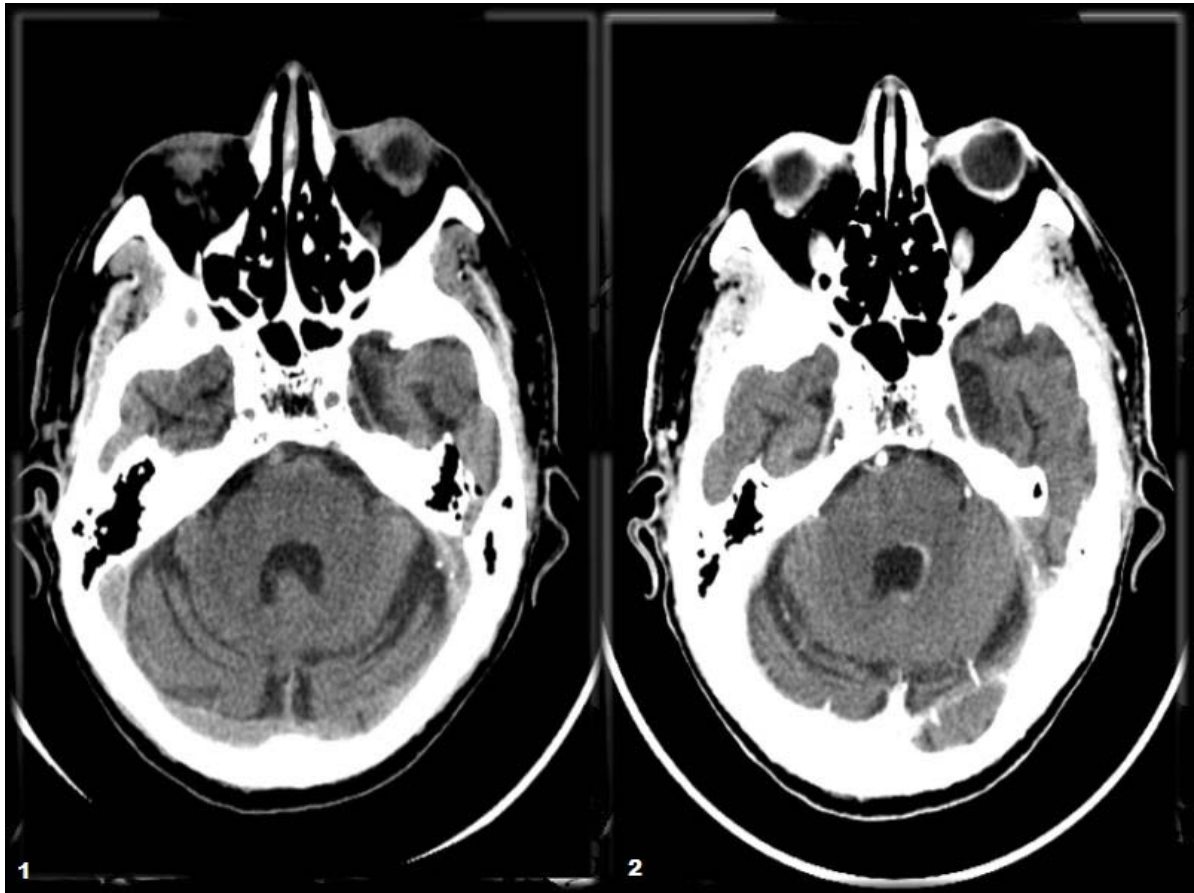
TDM une semaine plus tard de traitement par corticostéroïdes :
